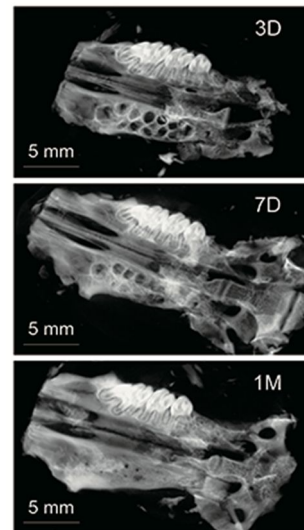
上顎右側のすべての臼歯を抜去したモデルのマイクロ CT 画像
